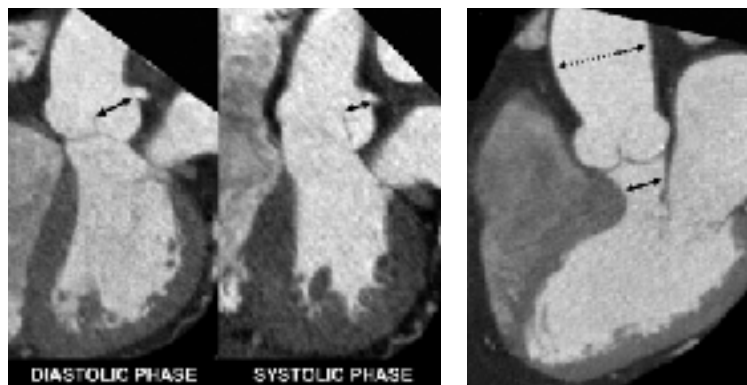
Tomografia assiale computerizzata per lo studio del root aortico: distanza tra ostio coronarico sinistro e margine libero del lembo coronarico sinistro in diastole e in sistole; valutazione del tratto di efflusso del ventricolo sinistro, del setto interventricolare (esempio di setto sigmoideo) e dell'aorta ascendente (dilatazione post stenotica).
